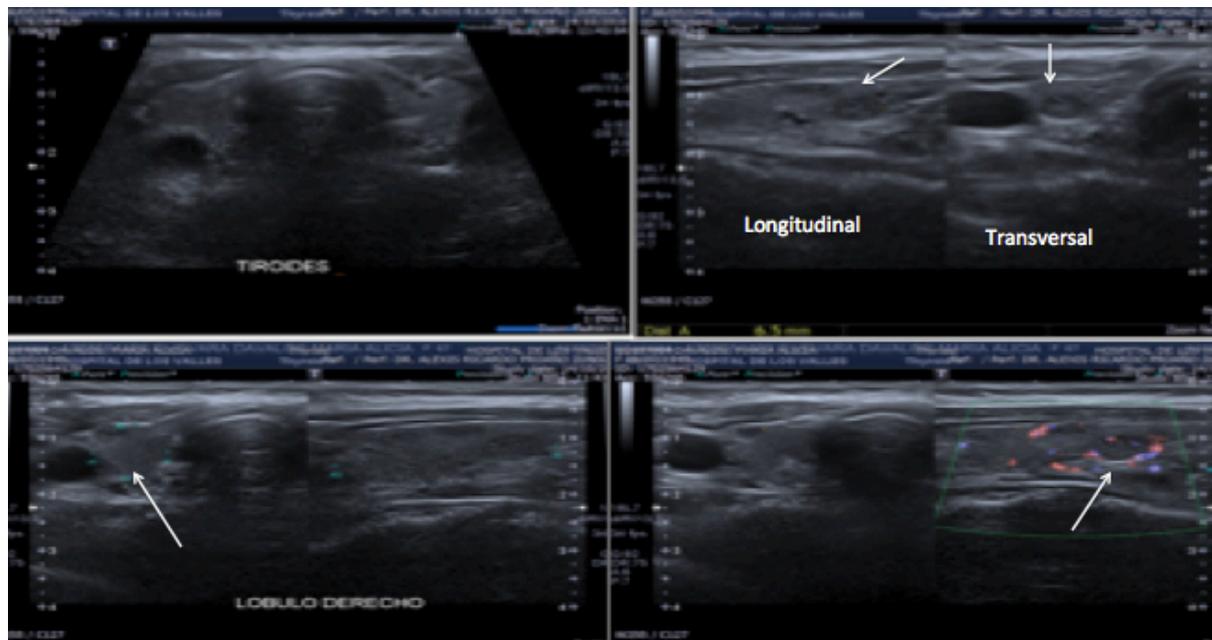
Figura No: 2: Ecografía de partes blandas (de cuello) al momento de sospecha de HPTP. Se aprecia imagen nodular de ecogenicidad mixta en lóbulo derecho de tiroides, *sugestivo* de adenoma paratiroideo.
